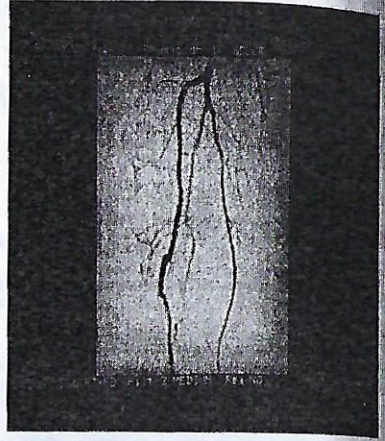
Hastanın preoperatif anjiyografisi.
